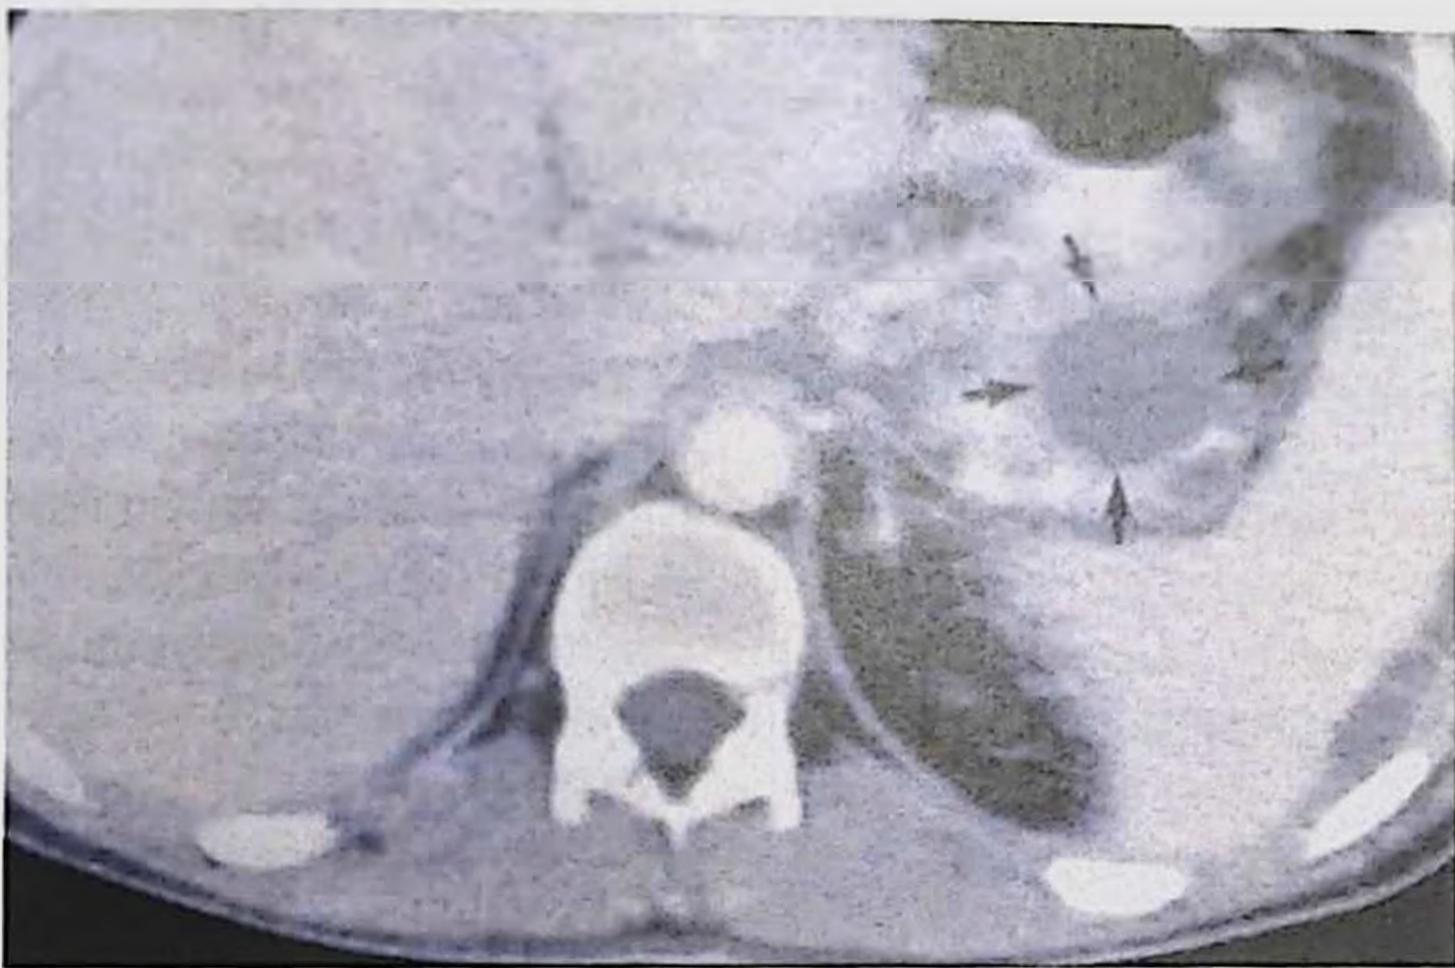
Панкреатические псевдокисты при КТ
